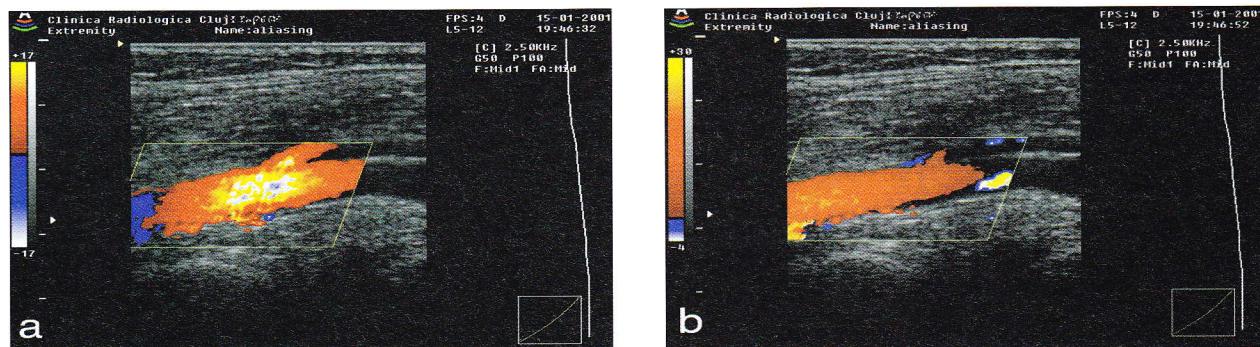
Efectul modificării poziției liniei de bază în ecografia Doppler color: a) linia de bază se află la mijlocul barei de culori; în vas se observă aliasing; b) linia de bază este coborâtă spre albastru, astfel încât domeniul roșu este mult mai amplu: artefactul a dispărut.
